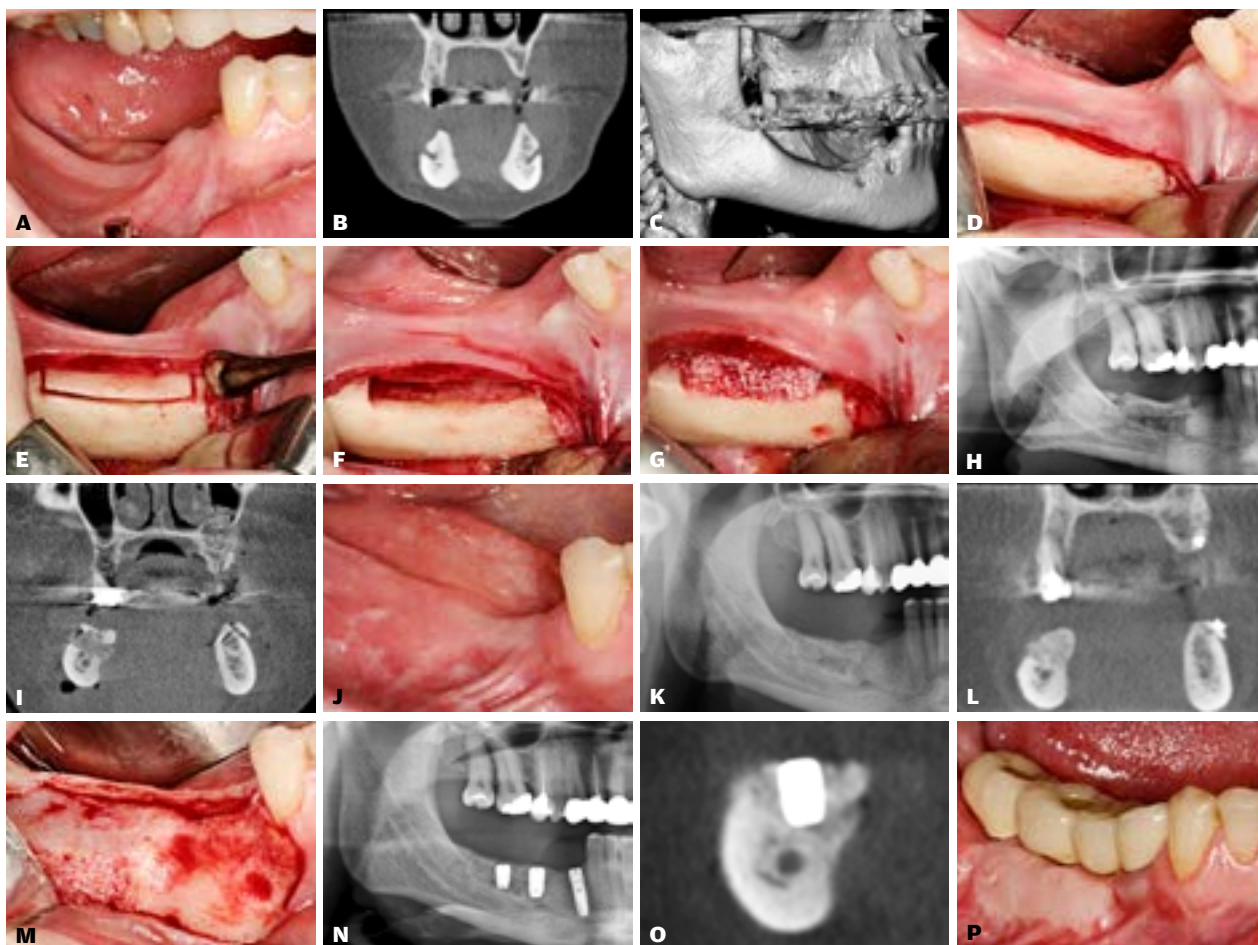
A. Udtalt vertikal atrofi af processus alveolaris i den bagerste del af mandiblen. B, C. CBCT-scanningsbillede viser reduceret afstand fra toppen af processus alveolaris til den øvre begrænsning af canalis mandibulae. D. Længdegående incision i sulcus alveolobuccalis inferior med frilæggelse af den nedre del af mandiblen, mens den øvre del af processus alveolaris lades være slimhindebeklædt. E. Med bor, piezokirurgi og/eller knoglesav laves længdegående og vertikale borespor gennem den faciale og lingvale kortikale knogle kranielt for den øvre begrænsning af canalis mandibulae og i størst mulig afstand fra toppen af processus alveolaris. F. Med mejsel eller rougine løses forsigtigt den slimhindebeklædte del af processus alveolaris fra den nedre del af mandiblen og forskydes kranielt. G. Bloktransplantat af xenogen oprindelse er placeret i hulrummet mellem den kranielt forskudte del af processus alveolaris og den nedre del af mandiblen. H, I. Panoramarøntgenbillede og koronalt snit af CBCT-scanningsbillede viser øget højde af processus alveolaris umiddelbart efter sandwich-osteotomien. J-M. Syv måneder efter sandwich-osteotomi ses tilfredsstillende klinisk og radiologisk højde af processus alveolaris, og bloktransplantatet af xenogen oprindelse er velintegreret. N, O. Radiologisk ses indsættelse af implantater i god afstand til den øvre begrænsning af canalis mandibulae. P. Endelig protetisk rekonstruktion forudgået af gingivatransplantat fra ganen som følge af manglende fastbundet slimhinde omkring implantaterne. Patienten tilkendegav normal sensibilitet svarende til hagens hud og underlæben.
